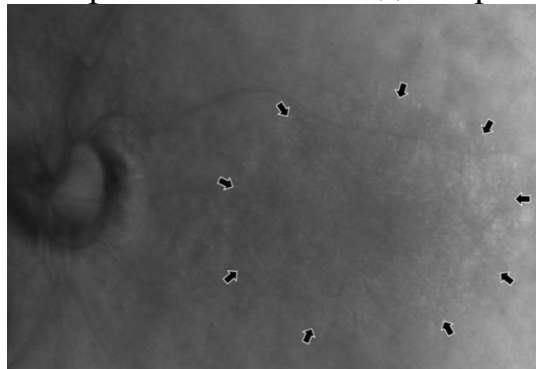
Пациент О., 28 л., И/Б Г11323\15 OS Тяжёлая контузия глазного яблока Изображение глазного дна в ретро-режиме сканирующего лазерного офтальмоскопа: визуализируется область патологической «зернистости» (граница обозначена стрелками).
